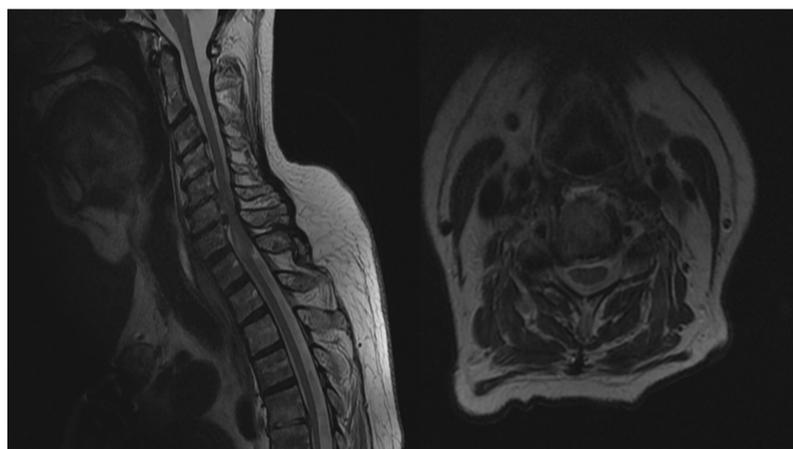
RMN cervical. Disminución de masa intrarraquídea, pequeños focos nodulares en C6-D1
